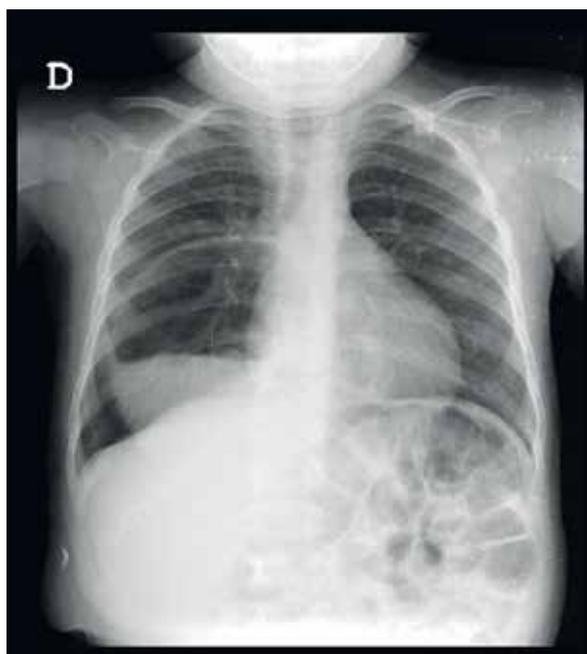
Radiografia torácica
